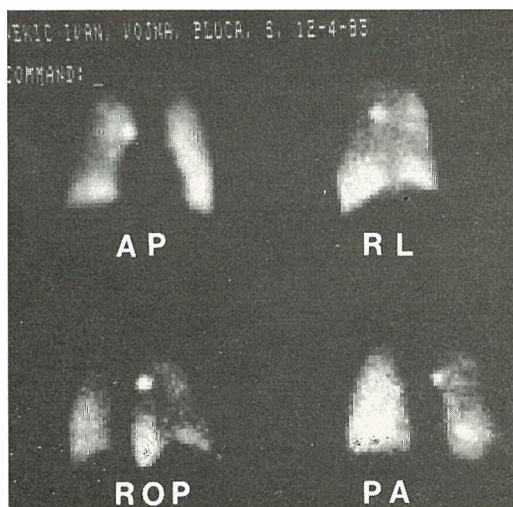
Ventilacioni scintigram pluća u zdravog ispitanika nakon inhalacije $^{99m}\text{Tc-Sn}$ koloida u anteriornoj (AP), desnoj postraničnoj (RL), posteriornoj (PA) i lijevoj postraničnoj projekciji (LL)
